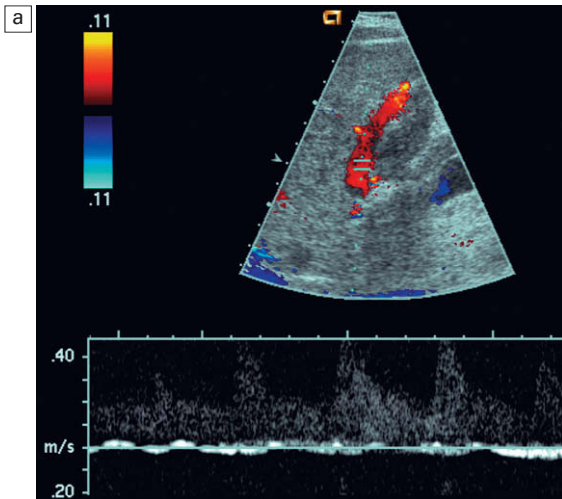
Trazados espectrales Doppler de un paciente con hepatopatía en estadio terminal que estaba siendo valorado de cara a un trasplante. a) Con una respiración neutra sostenida, apenas se percibe flujo en la vena porta. Oscila entre hepatófugo durante la sístole arterial y hepatópeto durante la diástole arterial. b) Cuando se indica al paciente que realice inspiraciones y espiraciones forzadas, el flujo venoso portal de este paciente se vuelve mucho más dinámico. Durante la espiración forzada con elevación de la presión intratorácica, hay un aumento de la resistencia al flujo venoso saliente del hígado, lo que obliga a que el flujo venoso portal se vuelva hepatófugo. Durante la inspiración con presión intratorácica negativa se disminuye la resistencia al flujo venoso de salida hepático, haciendo, por tanto, que el flujo sanguíneo casi se estanque.
